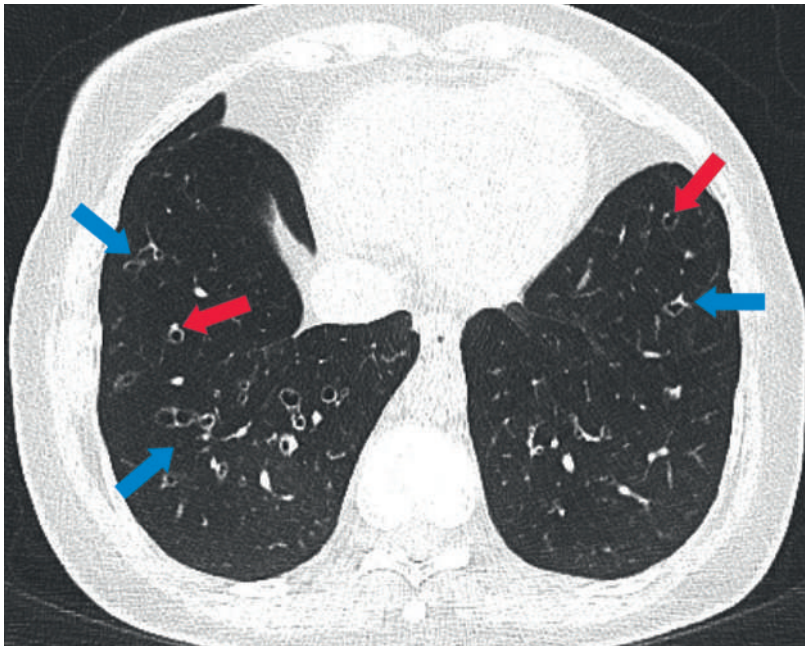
Thorax-Computertomographie. Verhältnis Bronchusinnendurchmesser zu begleitender Pulmonalarterie >1 (rote Pfeile), fehlende Verjüngung und verstärkte Sichtbarkeit der Atemwege in der Peripherie (blaue Pfeile).
